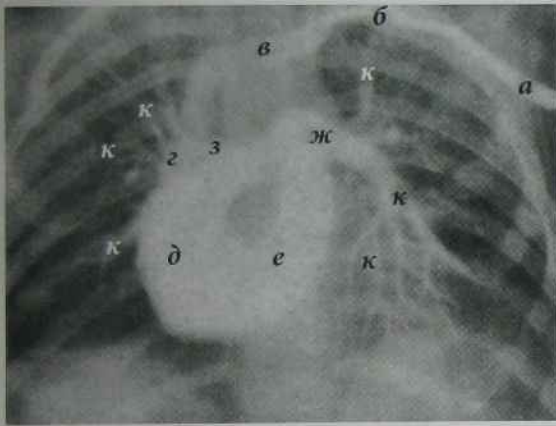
Рентгенограма ОГП в прямій проекції. Зондування серця
